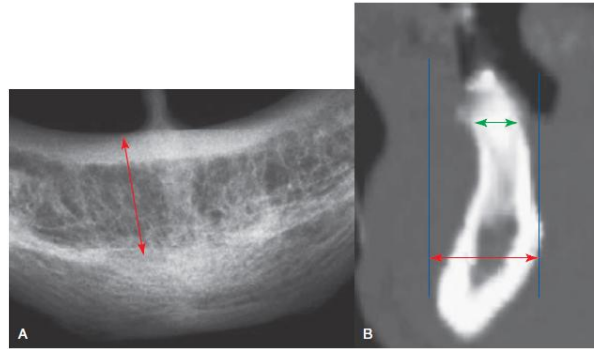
Radiografia Oclusal. A - A radiografia oclusal fornece informação acerca da largura de osso na região anterior; B - No entanto, estas radiografias mostram a distância vestibulo-lingual mais larga (seta vermelha), sendo que a dimensão transversal na crista do rebordo alveolar é menor (seta verde) (Fonte – Misch, 2015)
